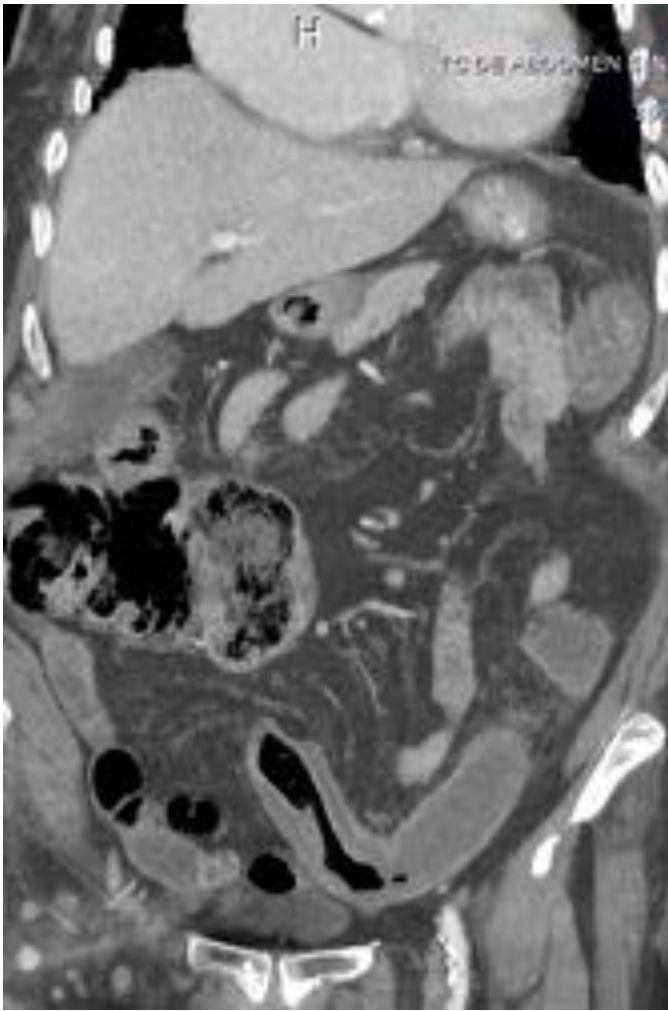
Paciente de 88 años con factores de riesgo cardiovasculares, con cuadro de dolor y defensa abdominal en hemiabdomen izquierdo, leve rectorragia. Reconstrucción MPR-Coronal de TC con CIV. Llamativo engrosamiento de la pared del colon izquierdo, muy marcado a nivel de sigma en esta imagen. Colitis Isquémica.
